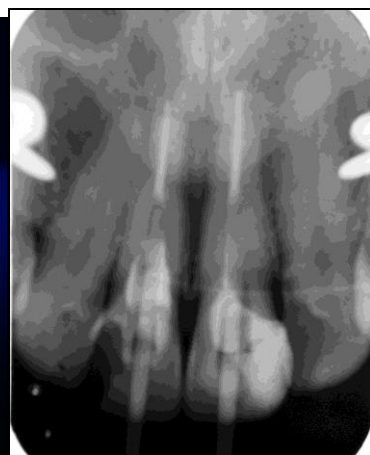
Radiografia após instalação dos pinos.
